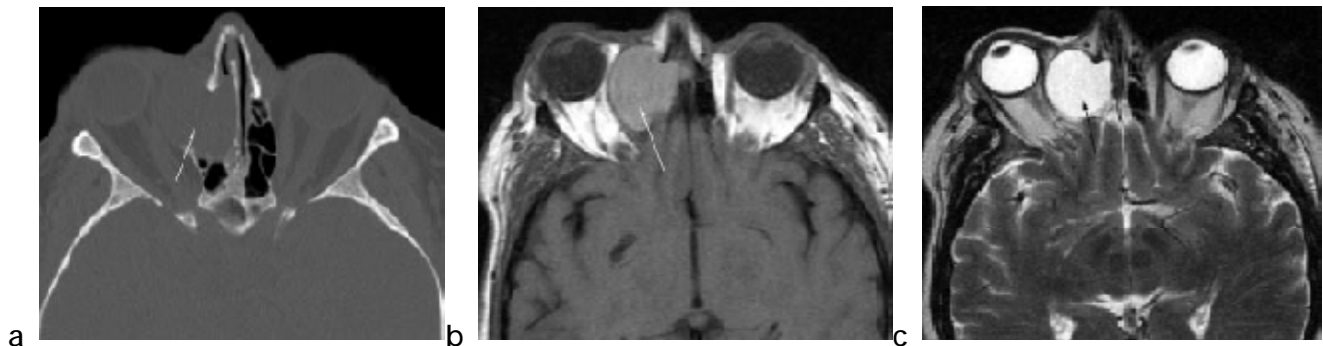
Mucocèle ethmoïdale droite après ethmoïdectomie antérieure. a : coupe axiale TDM montrant la masse soufflant la lame papyracée (flèche). b : coupe IRM axiale SE T1 montrant l'hypersignal T1 spontané (flèche). c : coupe IRM axiale TSE T2 montrant l'hypersignal T2 de la lésion (flèche) et l'extension orbitaire avec refoulement du droit interne et exophtalmie [127]
